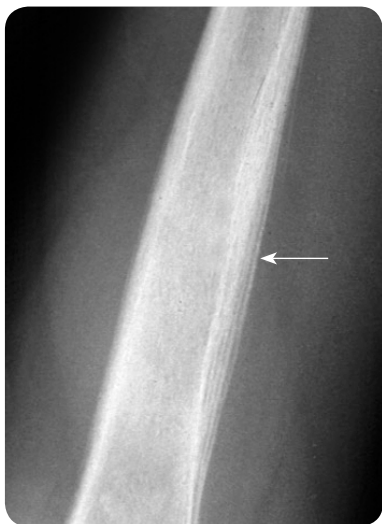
Рентгенограма середнього відділу діафіза стегнової кістки: саркома Юінга, багаточаровий періостит
